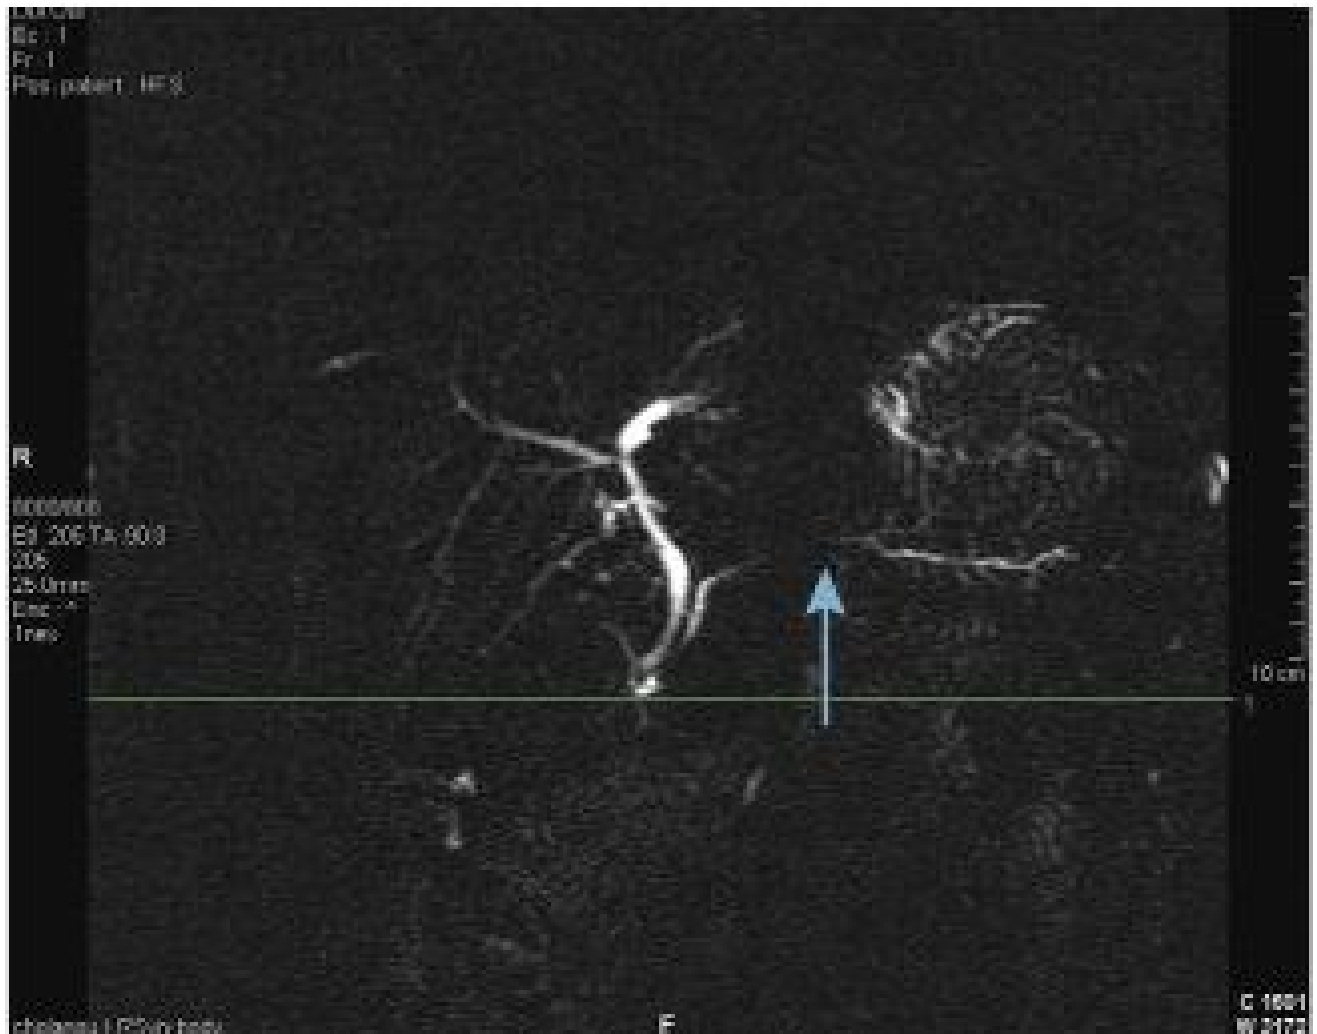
Cholangiopancreato-IRM avec reconstruction en coupes épaisses
